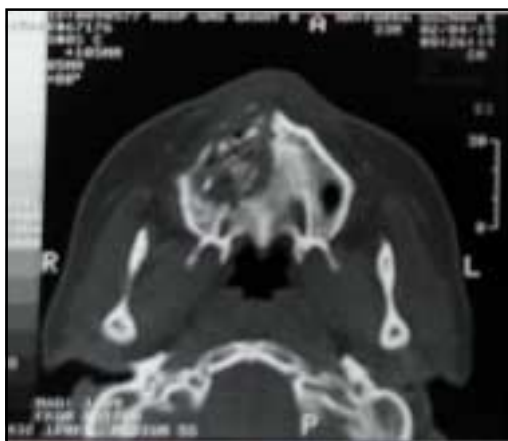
Corte sagital de TC de cabeza mostrando una lesión infiltrativa
